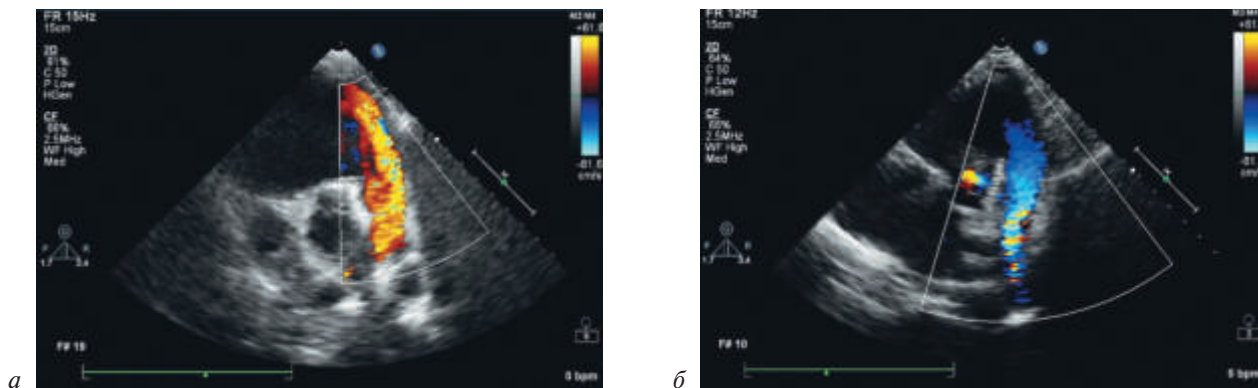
Эхокардиографическое исследование пациентки М. в режиме цветового доплеровского картирования в парастернальной позиции до и после транскатетерной имплантации легочного клапана:
